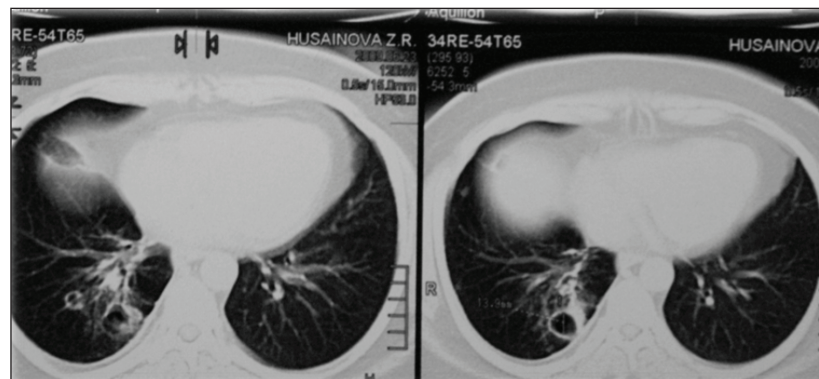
Компьютерная томография больной Х. при поступлении
